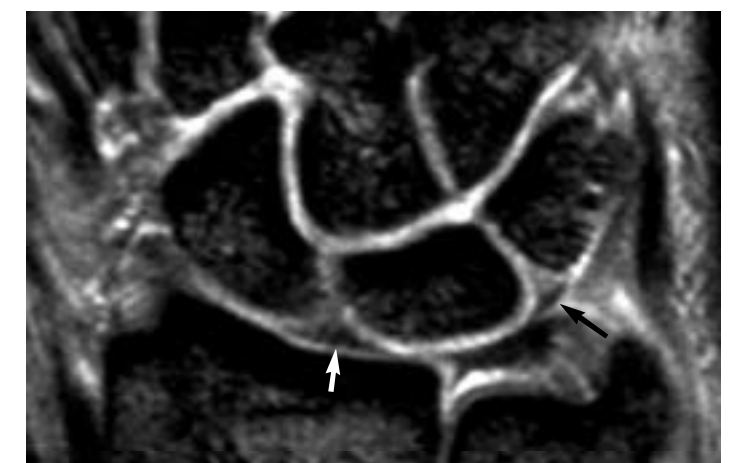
Anatomía normal de los ligamentos escafo-lunar (flecha blanca) y luno-piramidal (flecha negra). Ambos ligamentos tienen morfología triangular y señal de resonancia heterogénea. Coronal en eco de gradiente (487/21).
